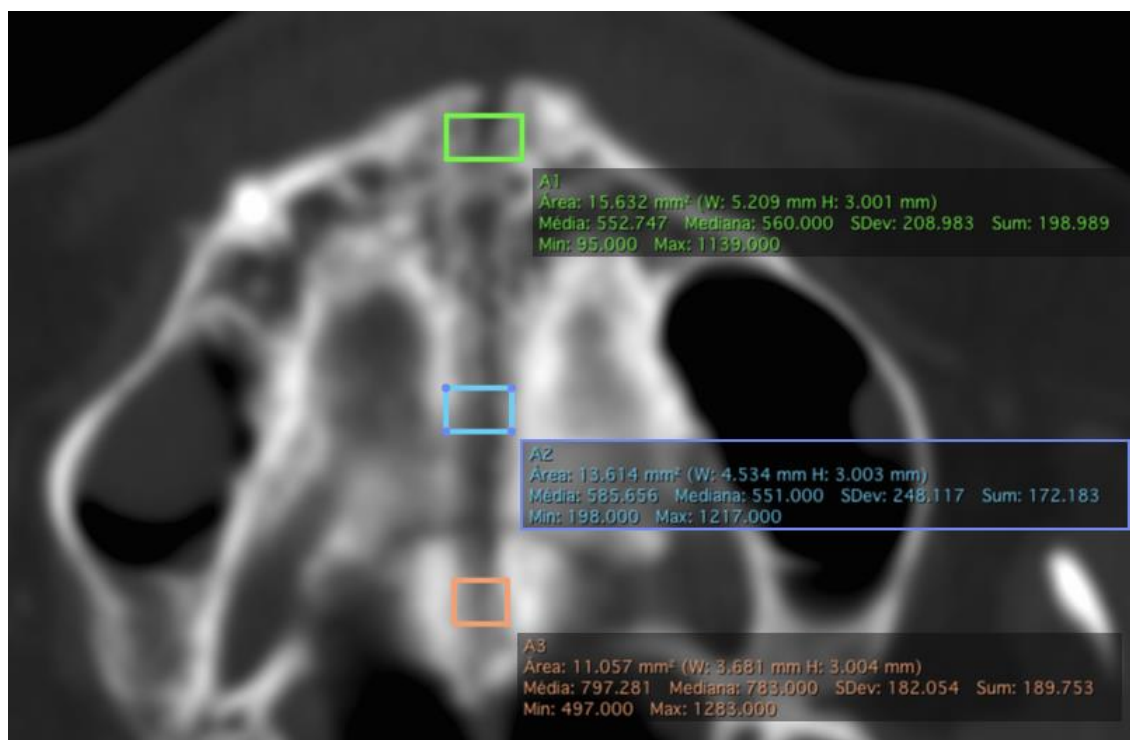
Cortes coronais da TC em T1. Mensuração da densidade óssea em A1, A2 e A3, na escala HU.
